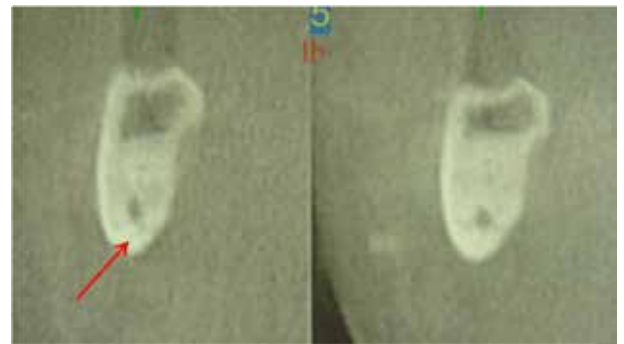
Imagen de la tomografía computada donde se puede observar el cierre radicular alrededor del nervio dentario inferior.
